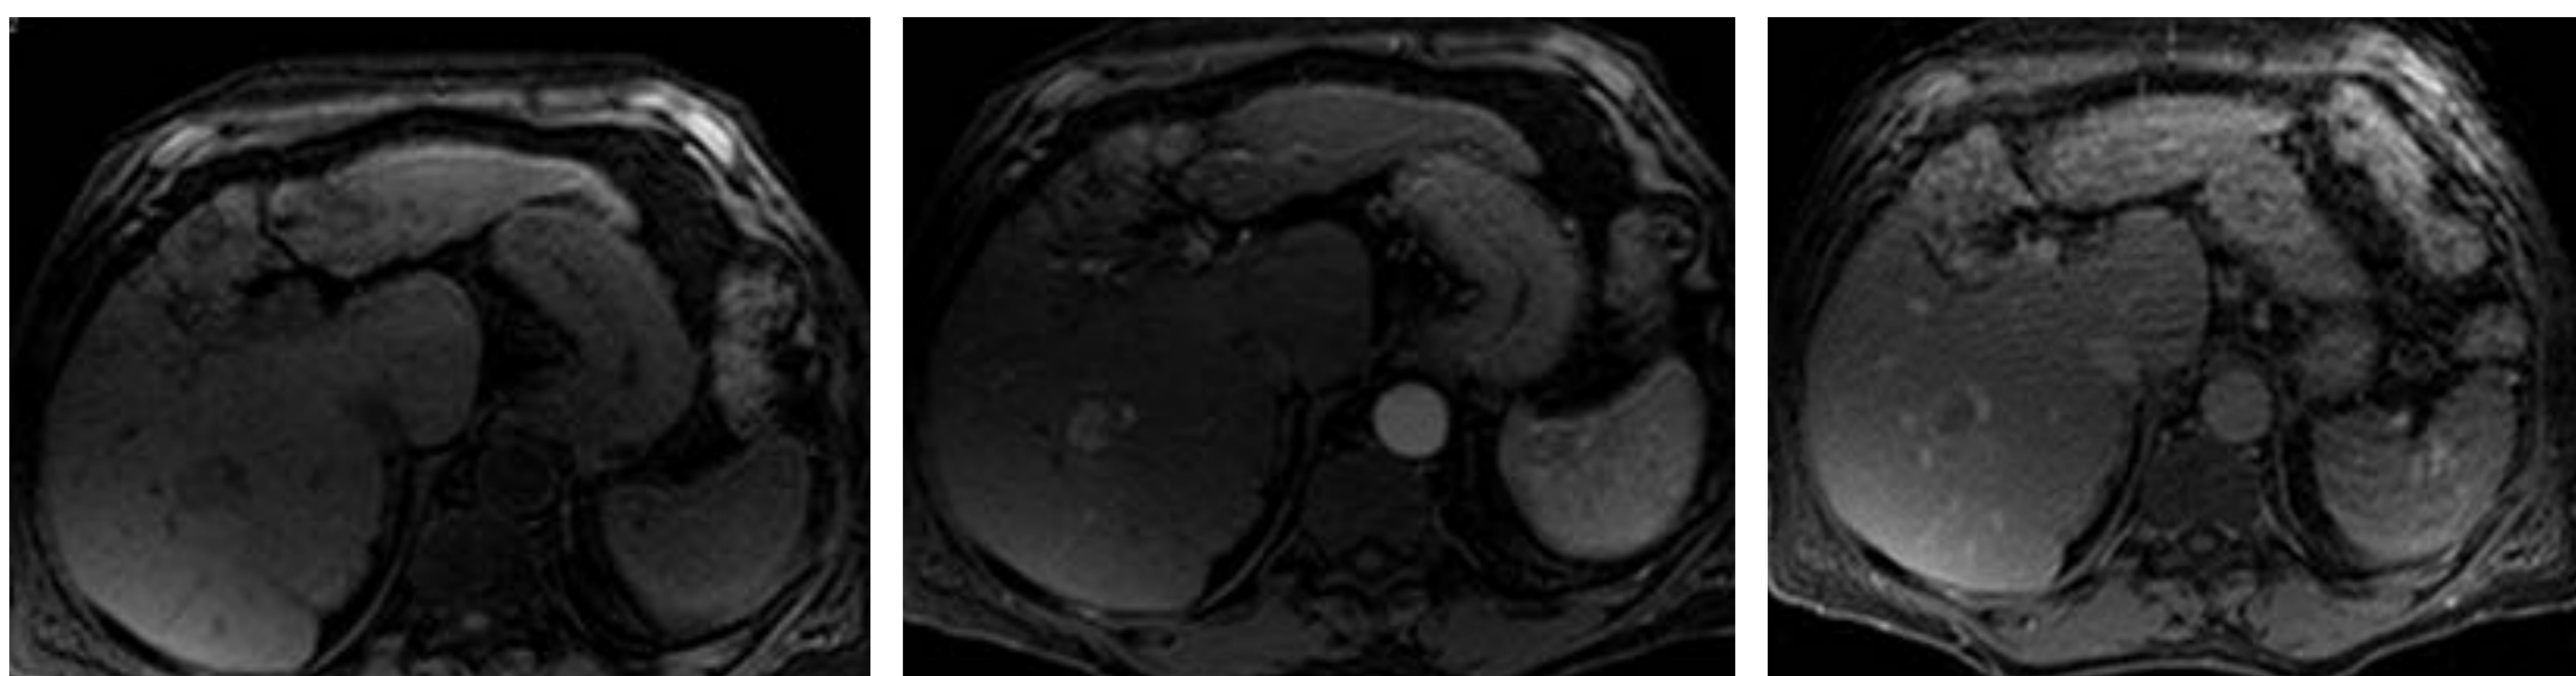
Varón de 62 años con antecedente de infección por VIH y hepatopatía crónica por VHC con episodio previo de descompensación. Se realiza US de cribado (A) y en el corte axial se observa una imagen ovoidea de bordes bien definidos, hipocogénica, de aproximadamente 2 cm, que se clasificó como categoría US-3 (positiva). Posteriormente se practicó RM en la que se confirmó el diagnóstico de HCC (secuencias basal, arterial y tardía a los 4 minutos): llenado rápido y lavado precoz.
